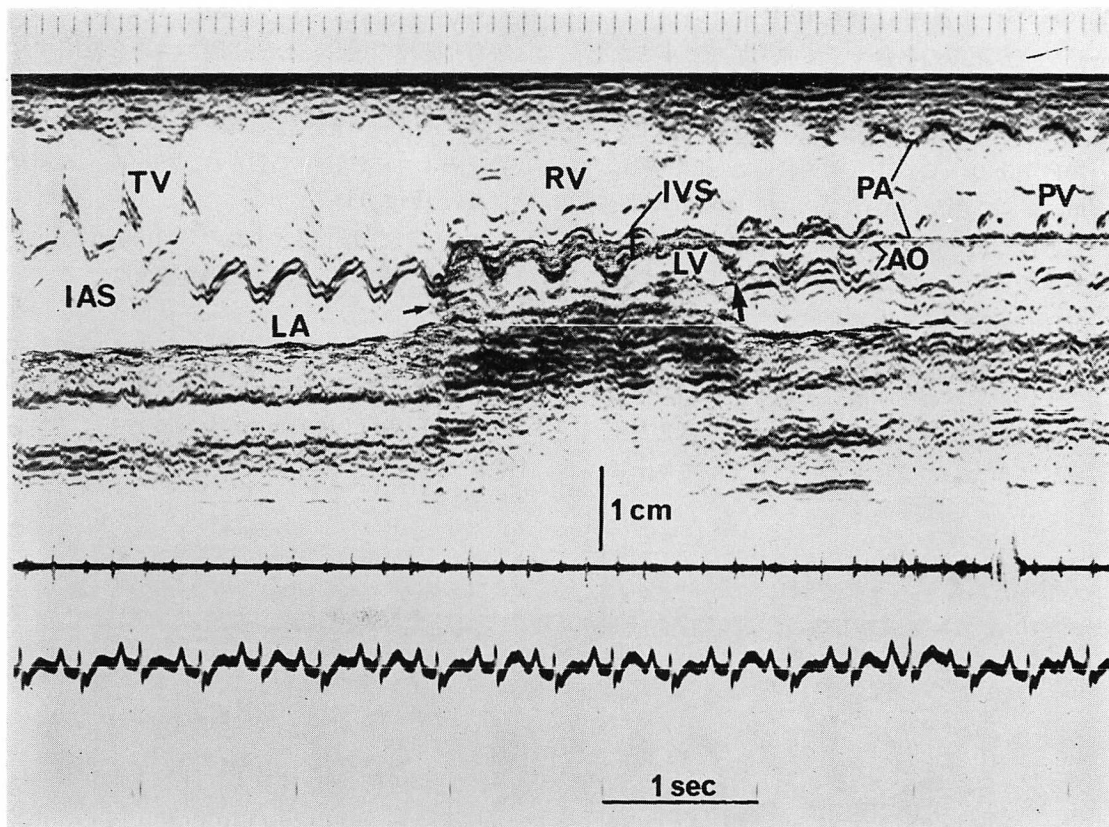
Echocardiogram of 4 days-old infant with hypoplastic left heart syndrome (mitral and aortic atresia).
